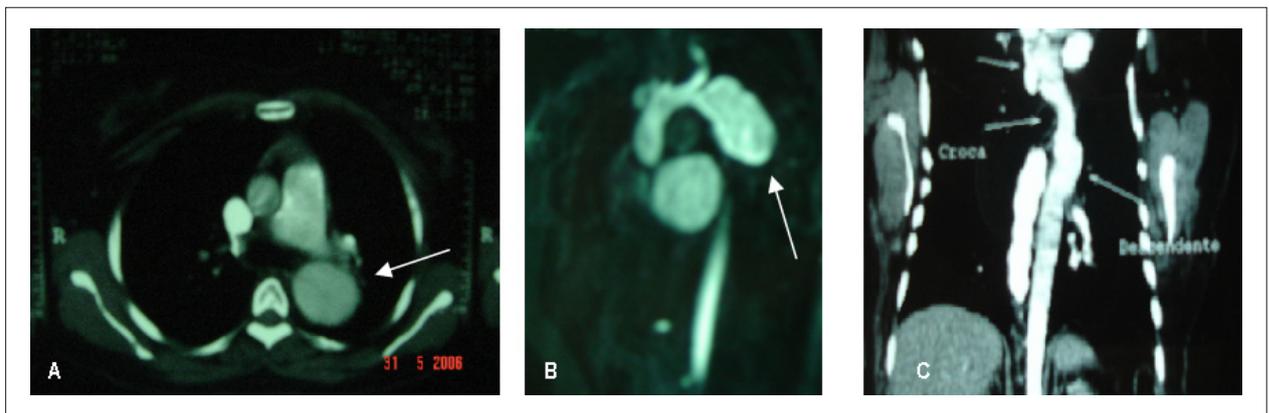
Tomografia computadorizada; A - Corte transversal evidenciando aorta descendente dilatada; B - Dilatação em aorta torácica descendente após artéria subclávia esquerda; C - Controle 3 meses após cirurgia.
